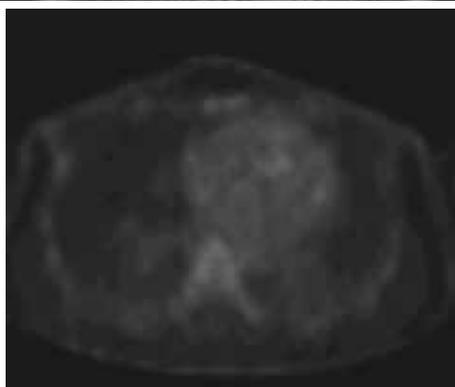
Полный регресс метастатического очага в груди на фоне проводимой «неoadьювантной» терапии по данным ПЭТ-КТ
